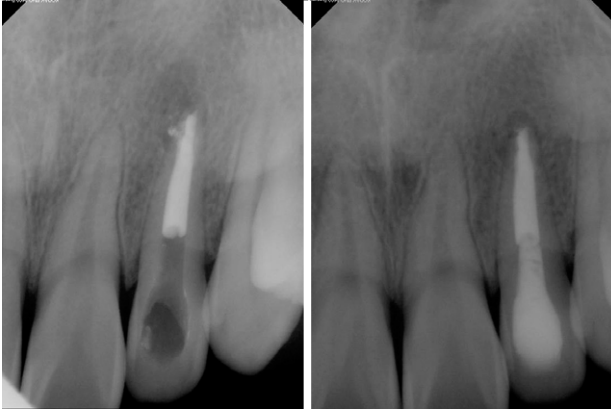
Periapical radiographs of root canal filling after 16 month from initial treatment, and 8 month follow up.
